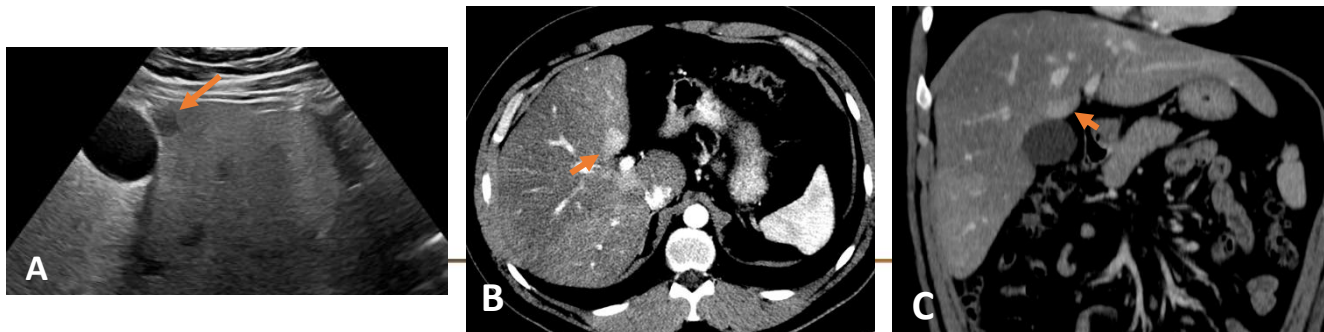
A) Ecografía con hígado esteatósico hiperecogénico y zona perivesicular hipoecogénica en relación con zona de preservación grasa secundaria a drenaje por venas colecísticas. B-C) TC transversal y coronal con pequeña área hiperatenuada en aspecto posterior de segmento 4, en relación con área de respeto graso por drenaje de vena gástrica derecha aberrante
